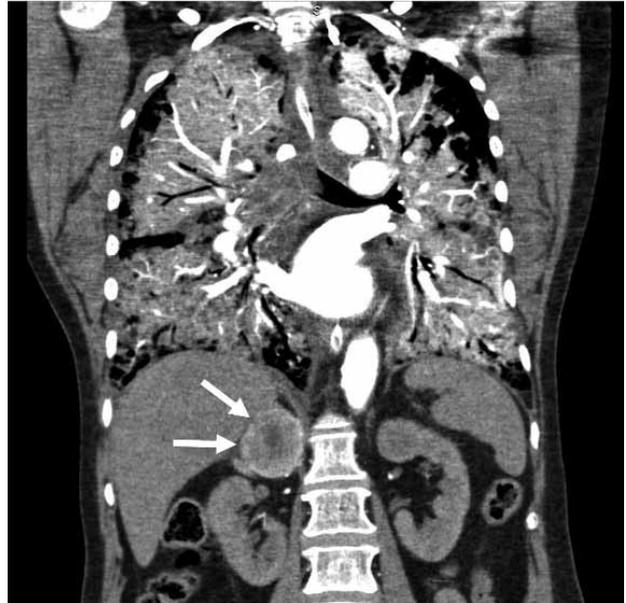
TC abdomino-pélvico (corte coronal) con contraste i.v.: Intenso edema agudo de pulmón y masa suprarrenal derecha (flechas).
